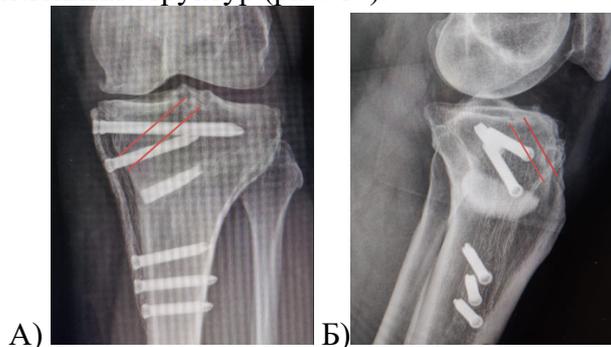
Рентгенограммы КС после остеосинтеза зоны остеотомии ББК пластиной PeekPower (Arthrex, США) при комбинированной пластике ПКС (А – прямая проекция, Б – боковая проекция)
